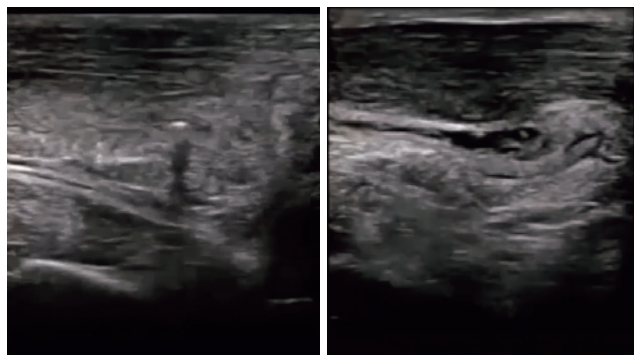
スクレイピング治療時のエコー画像 (左：治療開始直後、右：治療後) 治療開始直後はアキレス腱と脂肪体との間に針が動きませんが、治療後にはアキレス腱と脂肪体間にスペースがみられます。
